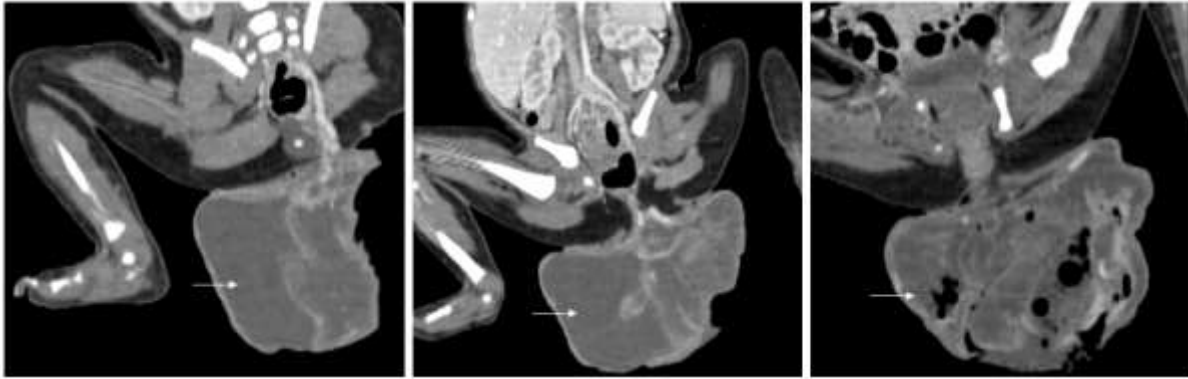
TDM pelvienne en coupes coronales objectivant une volumineuse formation lésionnelle sacro-coccygienne (flèche), à point de départ endopelvien minoritaire(*), appendue au coccyx, avec développement majoritairement exophytique, à double composante kystique et tissulaire réhaussée de façon intense après injection de produit de contraste évoquant un tératome mature sacro-coccygien.
